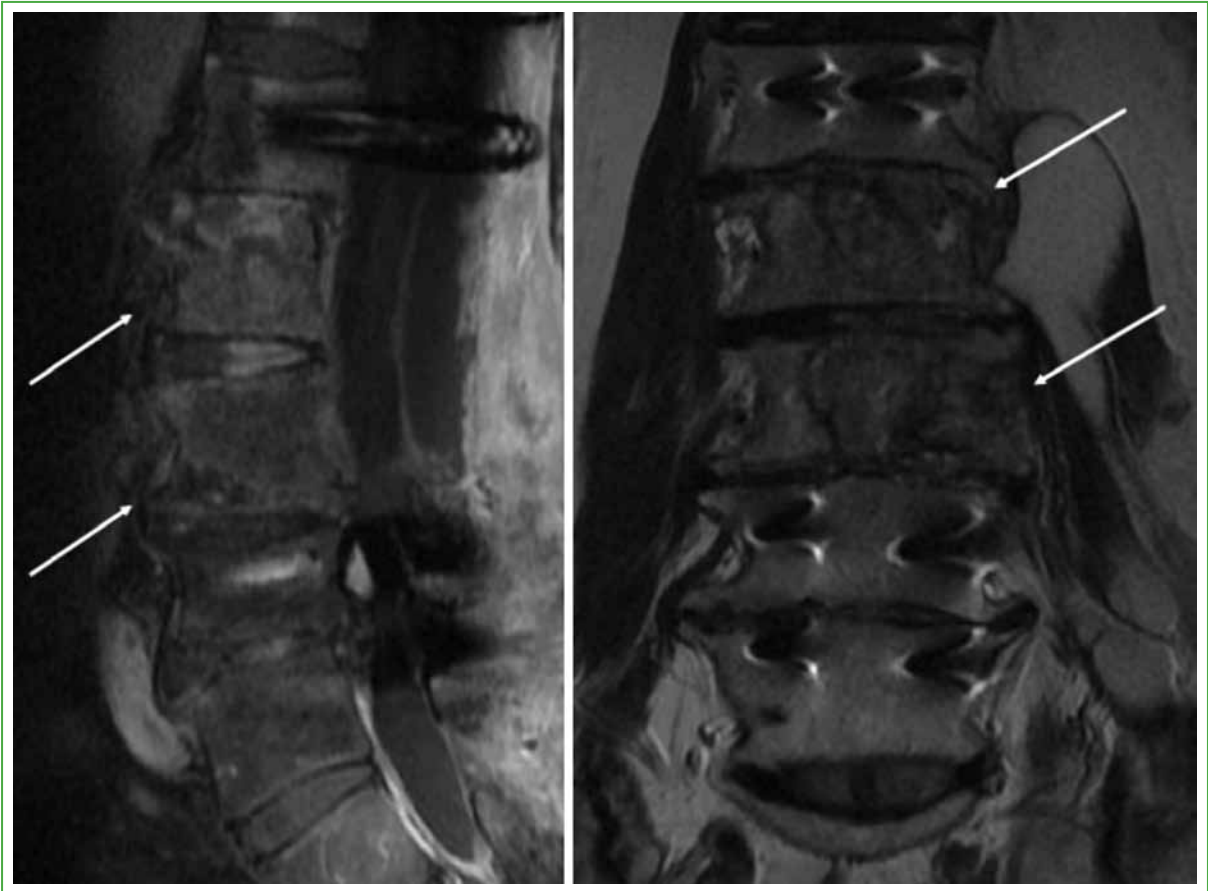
Resonancia magnética de columna lumbar, cortes coronal y sagital. Se observa compromiso lítico de cuerpos vertebrales L2, L3 y L4. (Octubre de 2015).
